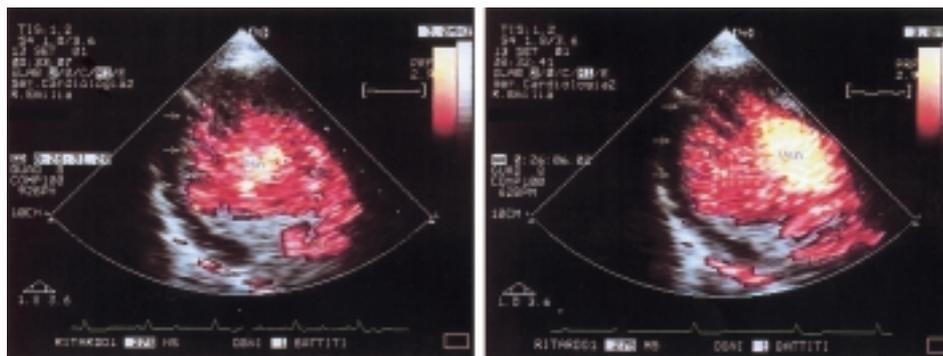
Ecocontrastografia (Levovist), proiezione asse lungo parasternale (sezione off-axis); l'utilizzo del mezzo di contrasto permette una chiara definizione degli spazi intertrabecolari. Asn = atrio sinistro; Vsn = ventricolo sinistro.
